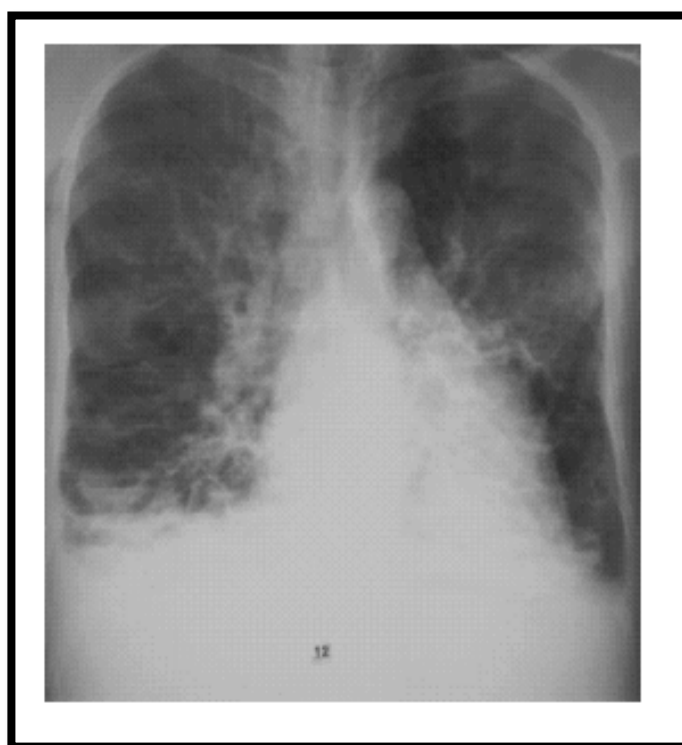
Radiographie de face , montrant des opacités tubulées
